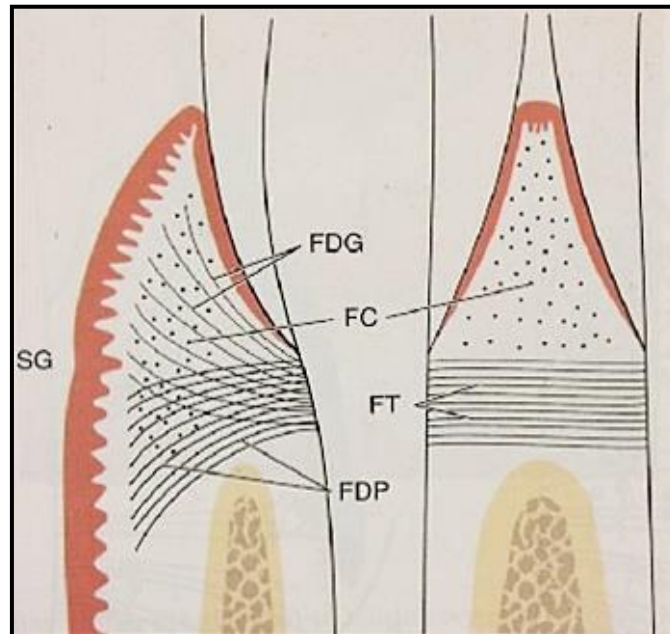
Fibras gingivales. (FC) Fibras circulares, (FDG) Fibras dentogingivales, (FDP) Fibras dentoperiosticas, (FT) Fibras transeptales.
